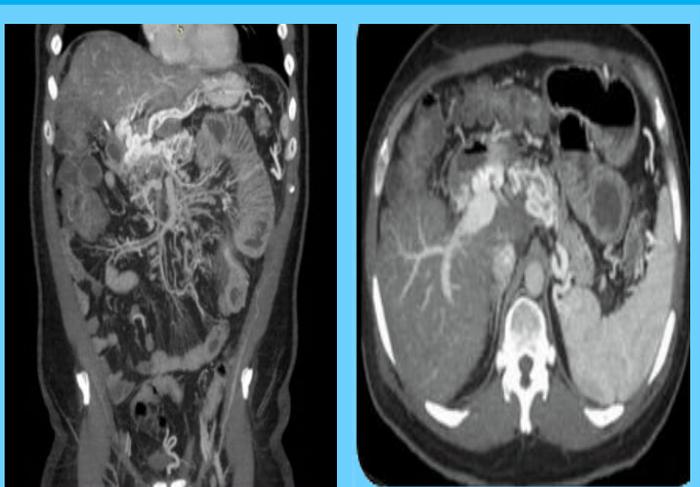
TC de abdomen y pelvis con contraste. A).Trombosis de rama izquierda de la vena porta, esplénica y mesenterica superior.
